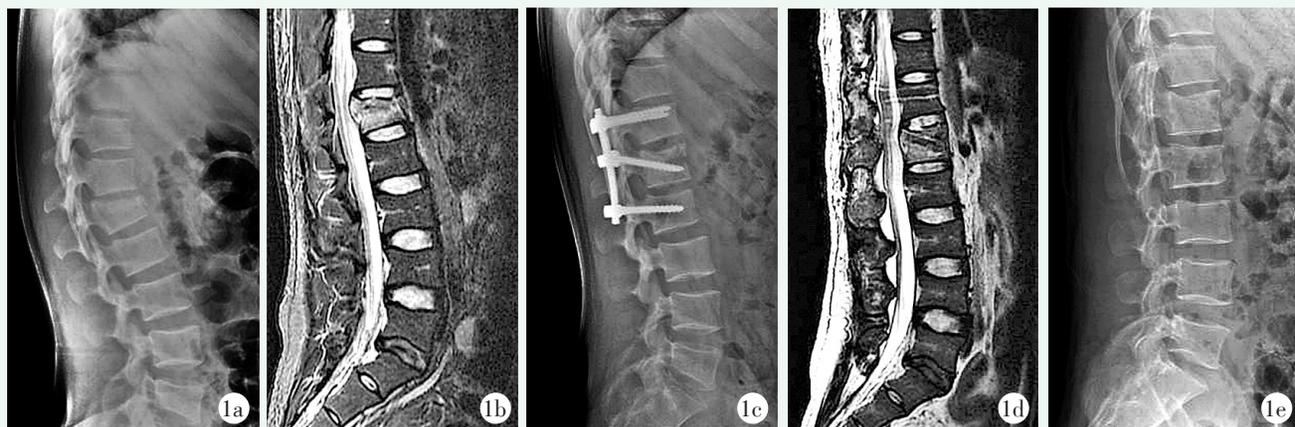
患者,男,26岁,高处坠落致L₁爆裂骨折,行伤椎体内植骨长斜椎弓钉固定 1a:术前腰椎侧位X线片示L₁椎体骨折并局部后凸畸形 1b:术前腰椎MRI示骨折块向椎管突入压迫硬膜 1c:术后1周腰椎侧位X线片示L₁椎体高度恢复,多轴长椎弓钉斜向置入椎体 1d:术后1周腰椎MRI示椎管内减压充分,神经无压迫 1e:术后16个月内固定取出术后腰椎侧位X线片示L₁椎体高度、角度维持良好
